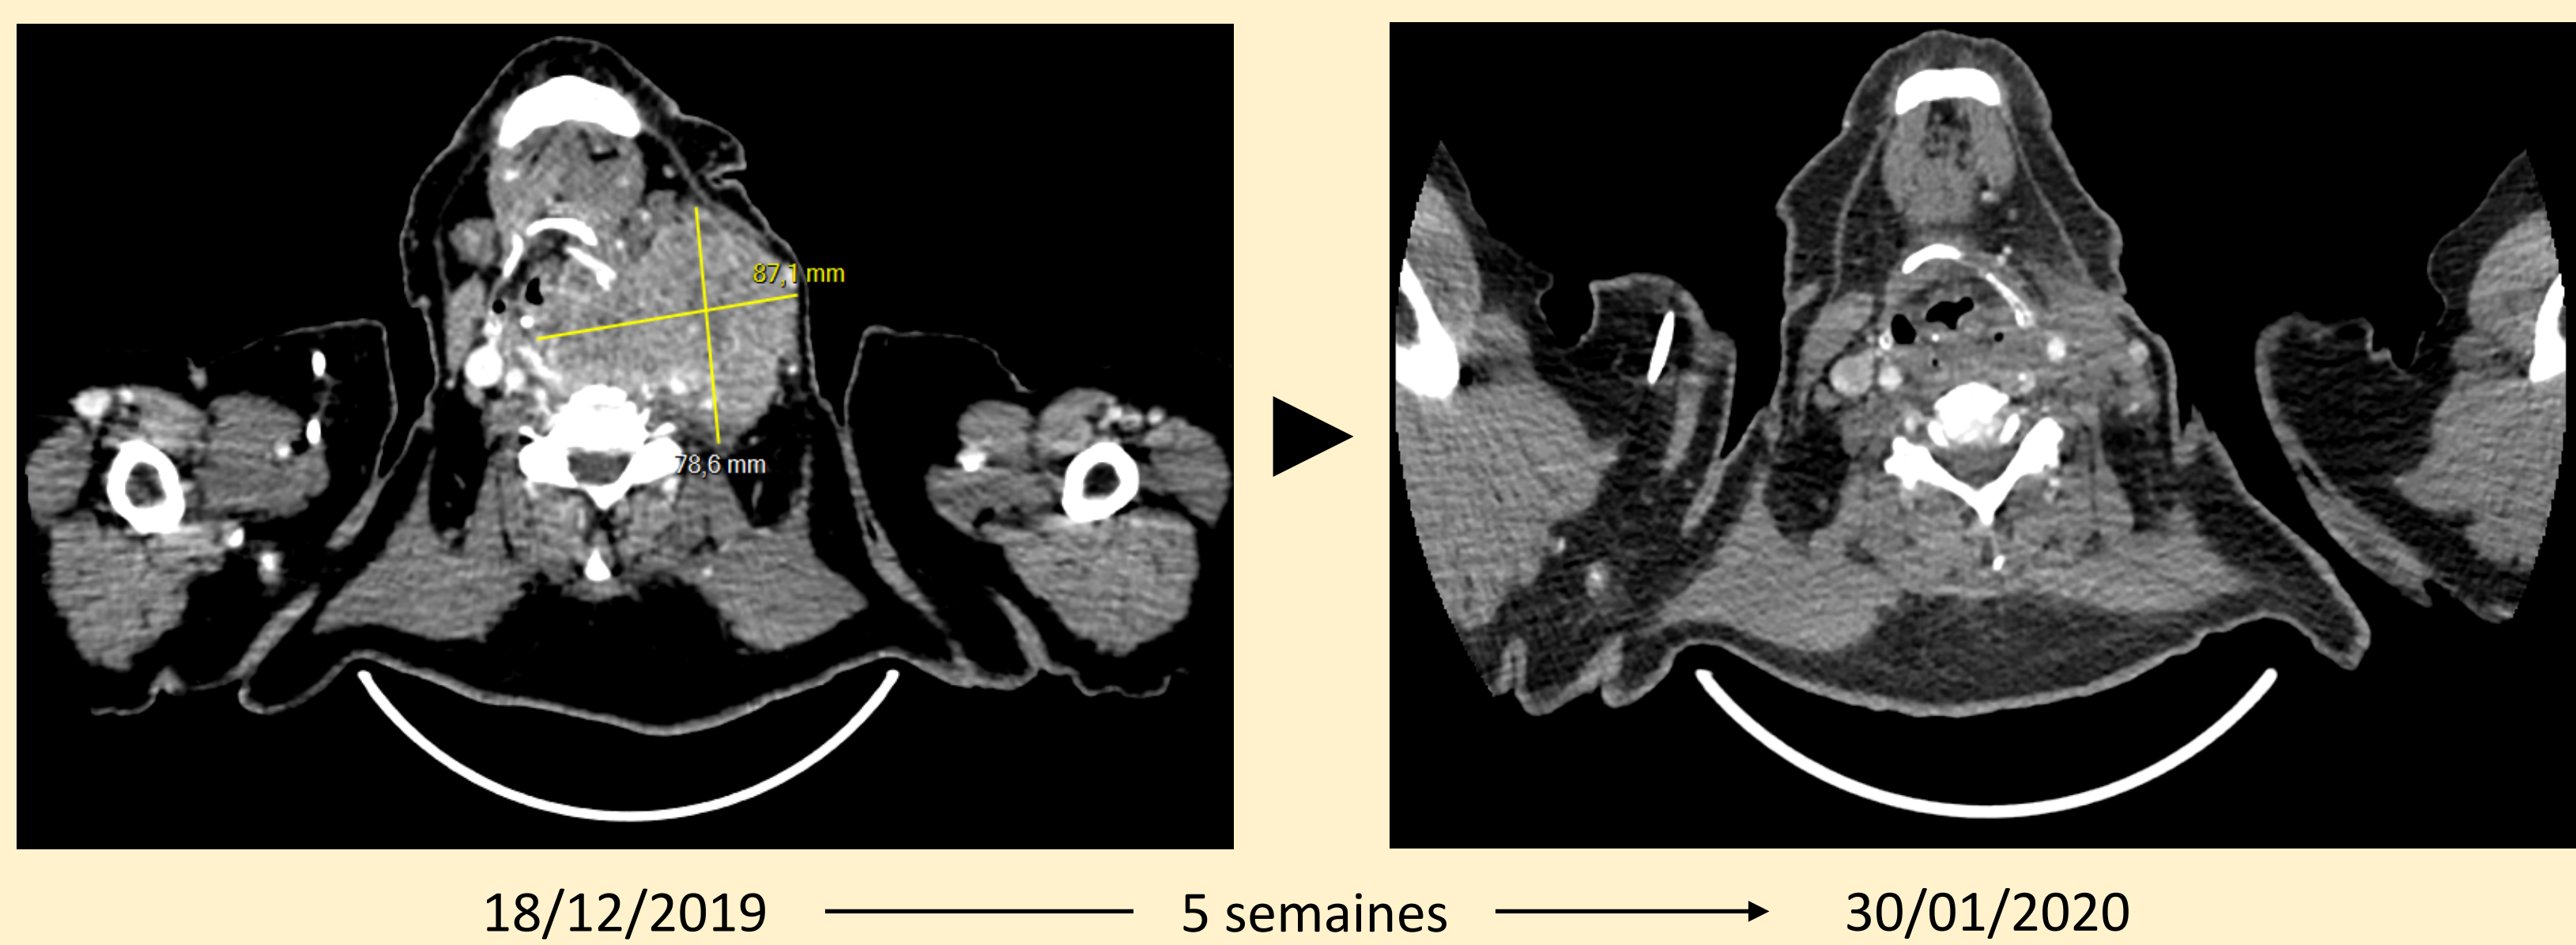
Réponse de la lésion primitive au dabrafenib-trametinib (TDM transversale)
